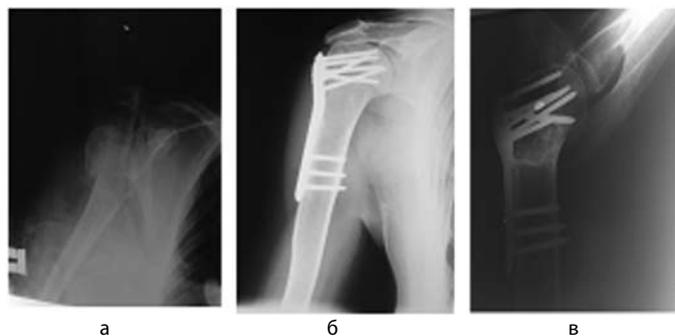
Рентгенограммы пациентки Л., 68 год, остеосинтез четырехфрагментарного перелома проксимального отдела плечевой кости пластиной PHILOS: а - до операции; б, в - через 6 месяцев после операции
